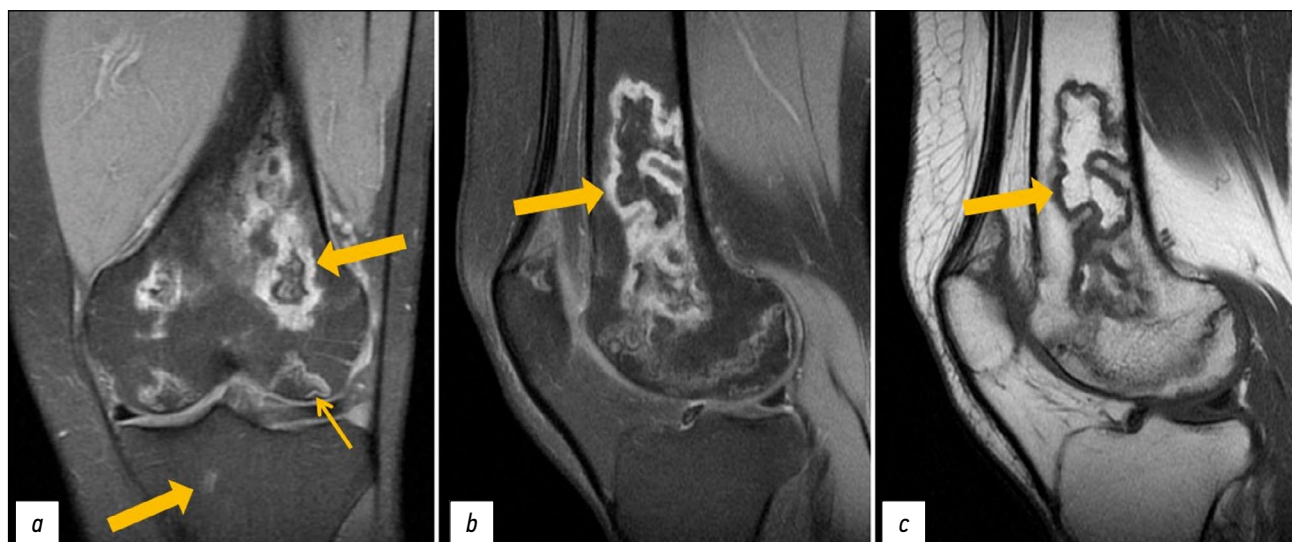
Повторная магнитно-резонансная томография левого коленного сустава: PD-ВИ с подавлением сигнала от жировой ткани в коронарной (а) и сагиттальной плоскостях (b), T1-ВИ в сагиттальной плоскости (c). Толстые стрелки указывают на зоны отёка костного мозга в виде неоднородного, неправильной формы («географической») МР-сигнала мыщелков бедренной кости, надколенника; тонкая стрелка указывает на симптом «двойной линии» в виде внутренней гиперинтенсивной (грануляционная ткань) и внешней гипоинтенсивной (остеосклероз) линий на PD-ВИ.
